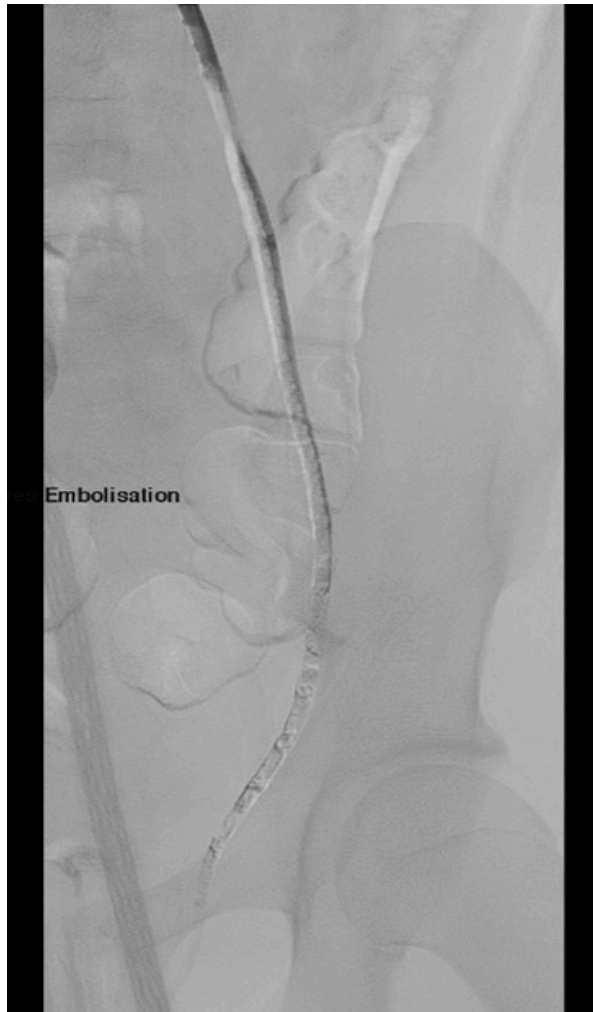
Cliché radiographique en soustraction centré sur la veine spermatique interne gauche après embolisation
